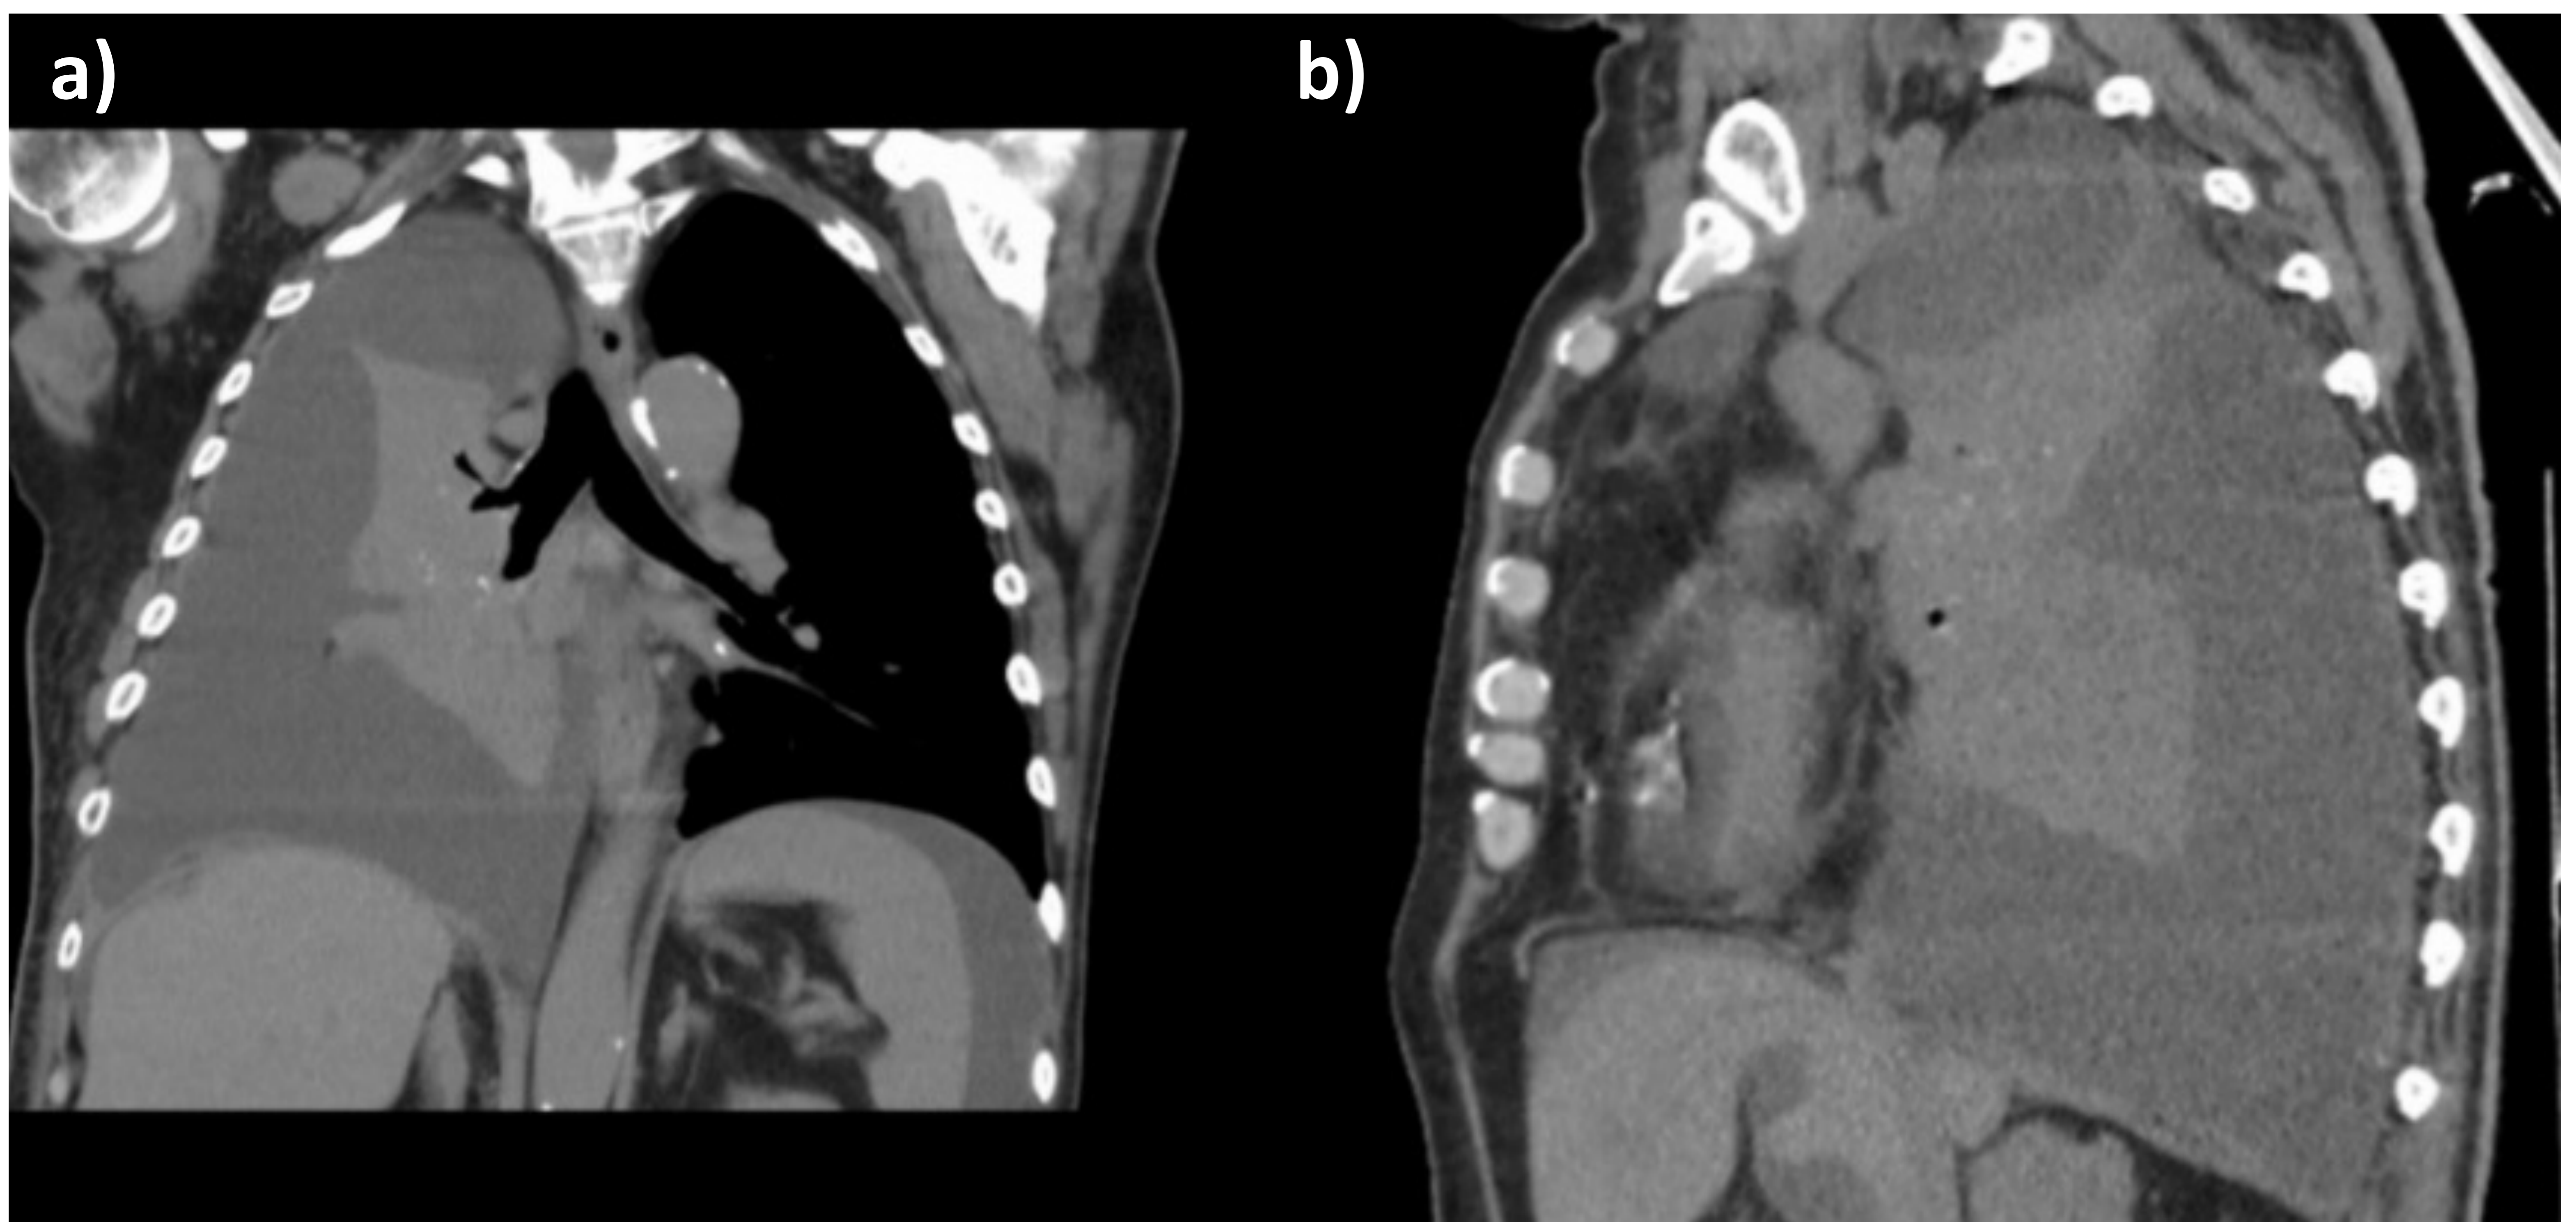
TC de tórax sin contraste intravenoso con corte coronal (a) y sagital (b) donde se observa derrame pleural derecho masivo con atelectasia pasiva del parénquima pulmonar adyacente en paciente con adenocarcinoma pulmonar ipsilateral (solapado con la atelectasia)
